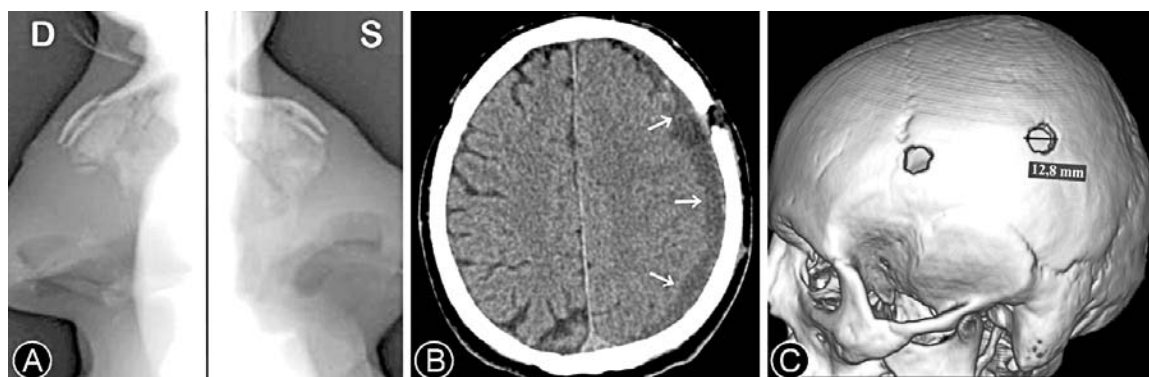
Imagini obținute prin radiografie și tomografie computerizată. A - radiografia piramidei nazale de profil în incidență laterală dreaptă (D) și stângă (S) demonstrează fracturi cominutive ale ambelor oase nazale. B - secțiune axială a tomografiei computerizate relevând atât un defect osos, cât și o hemoragie subdurală (indicată prin săgeți) cu efect compresiv asupra structurilor cerebrale. C - reconstrucție digitală ce permite evaluarea tridimensională a leziunilor
